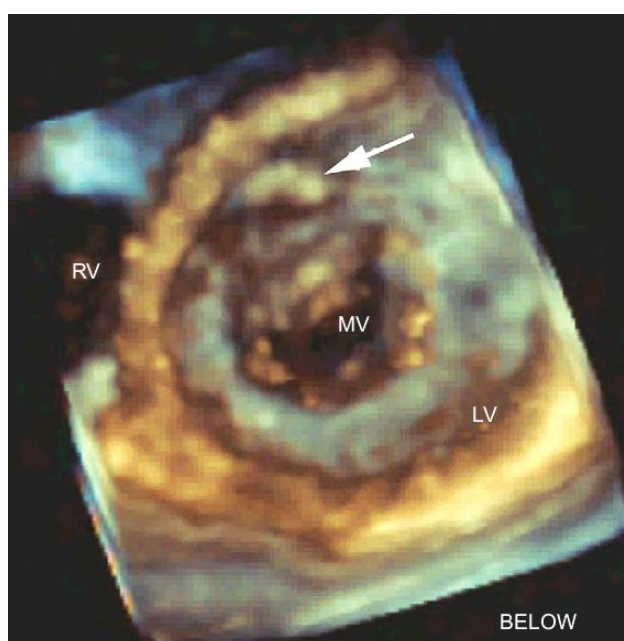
Echocardiographie 3D montrant un DSA fibro-musculaire (flèche), vu de dessous de la voie d'éjection VG. Noter que la reconstruction 3D montre toute l'étendue de l'obstruction. LV : Left ventricle, MV : Mitral valve, RV : Right ventricle. (D'après Pediatric cardiology d'Anderson).
